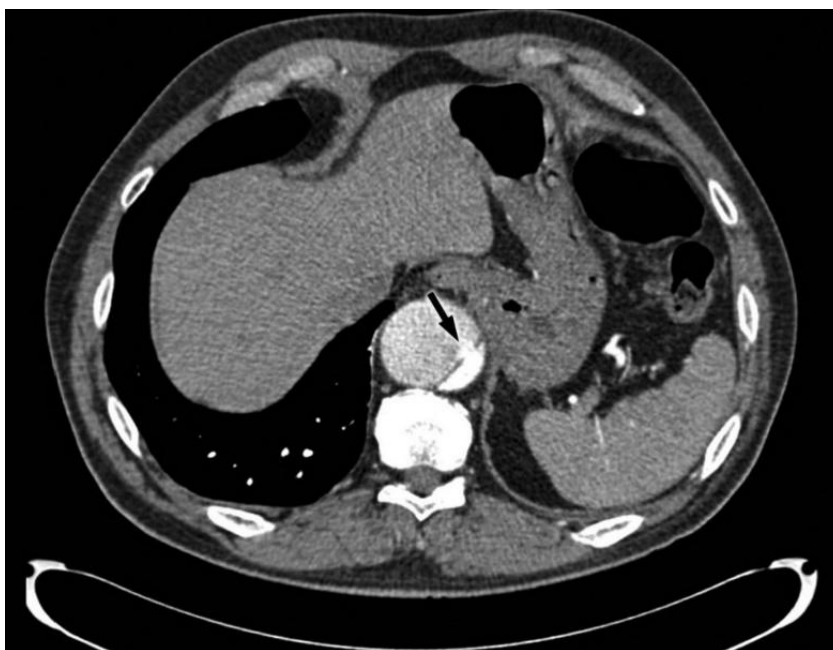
TC com contraste de uma dissecção aórtica demonstrando fenestração do *flap* da íntima (seta preta) na artéria aorta com material contrastado a fluir do LV, pequeno e densamente opacificado, para o LF, menos opacificado e maior. (34)
